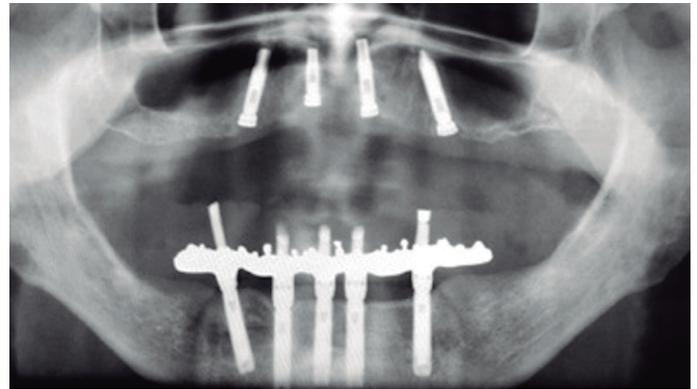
Radiographic appearance after implant installation.
